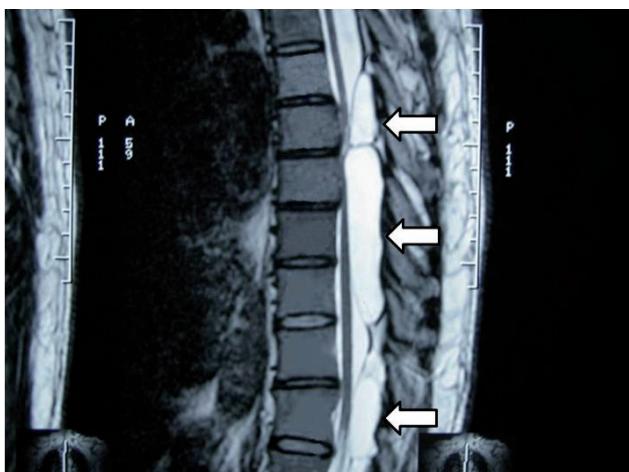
A magnetic resonance image (MRI) in a 35-year-old man with lower extremity weakness, occasionally experienced intermittent urinary incontinence and problems with defecation; the presence of multiple extradural cystic lesions (arrow) posterior to the cord that flattened and shifted the spinal cord anteriorly from Th-8 to L1
